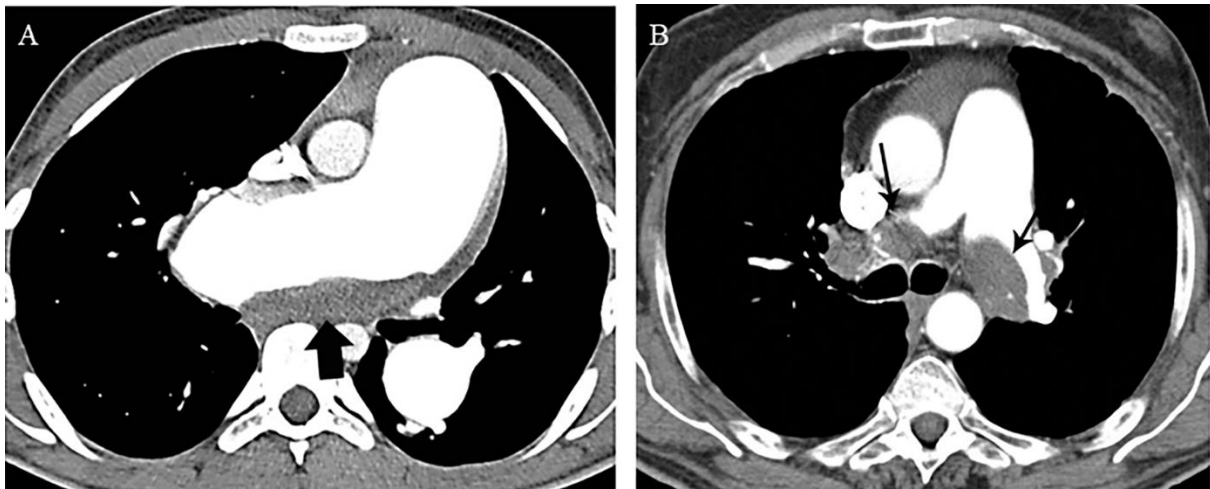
Sinais vasculares de TEP crónica em doentes com CTEPH. (A) A CTPA com multidetetores mostra um trombo aderente à parede do tronco da artéria pulmonar e da artéria pulmonar direita (seta). (B) A CTPA com multidetetores mostra trombos aderentes à parede das artérias pulmonares direita e esquerda (setas). (Imagem de: Grosse A, Grosse C, Lang I (2018) Evaluation of the CT imaging findings in patients newly diagnosed with chronic thromboembolic pulmonary hypertension. PLoS ONE 13(7): e0201468. <https://doi.org/10.1371/journal.pone.0201468> (42))
